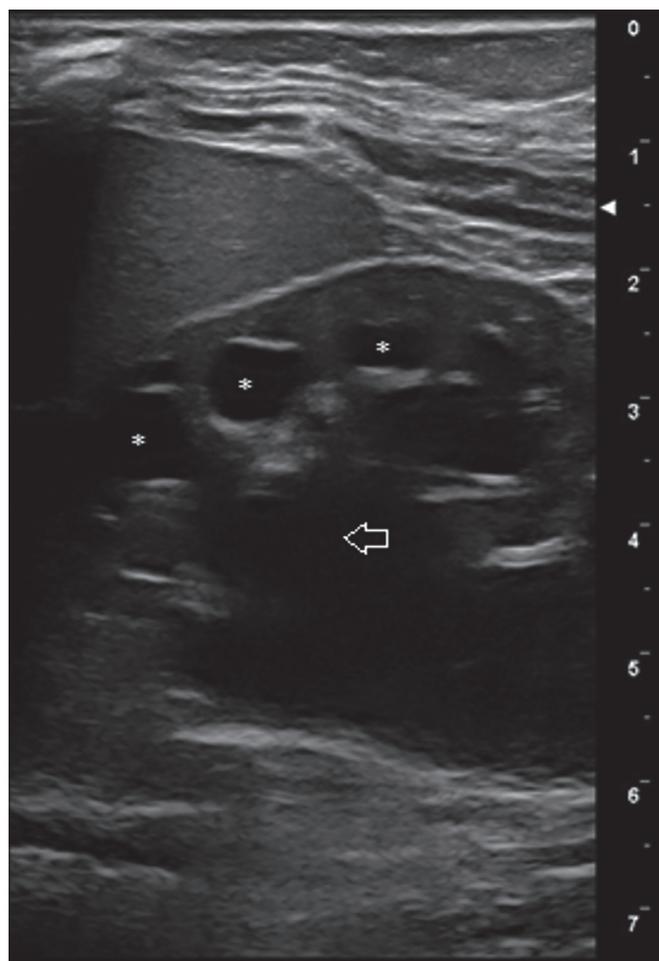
Ecografia renale che mostra una severa ureteroidronefrosi con pelvi (freccia) e calici renali (asterischi) marcatamente dilatati.
